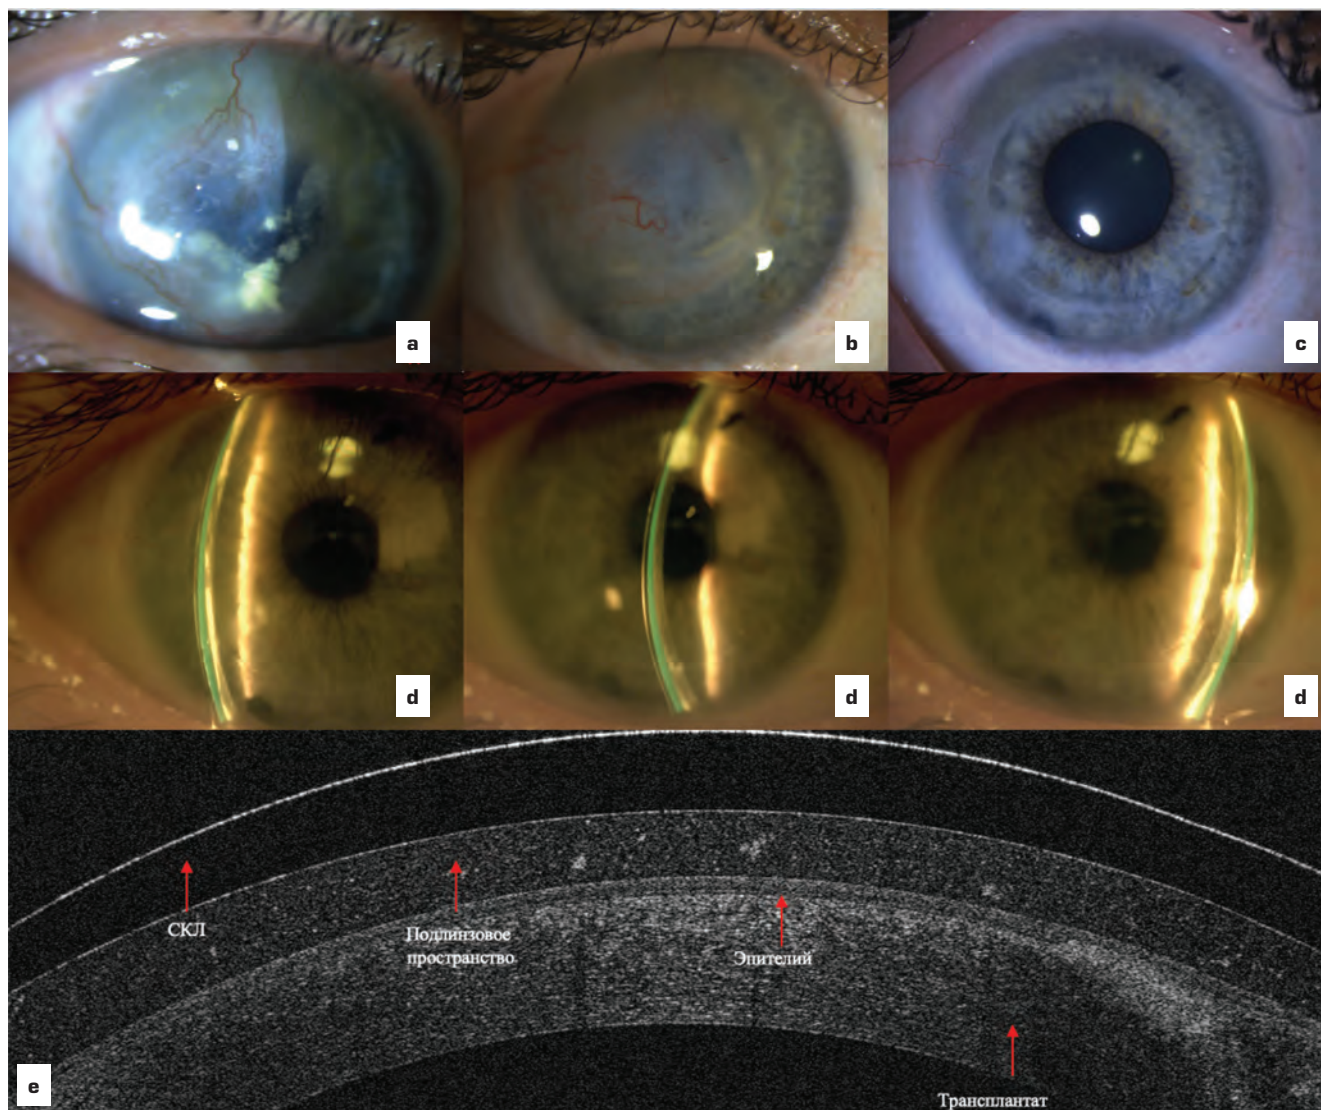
Клинический пример пациента с неполным односторонним синдромом лимбальной недостаточности 2-й стадии и центральным помутнением роговицы: а — биомикроскопическая картина роговицы до начала лечения; б — 18 месяцев после G-SLET — васкуляризованное бельмо роговицы до глубоких слоев, эпителизация полная; с — 12 месяцев после сквозной кератопластики — трансплантат прозрачный, адаптирован, эпителизация полная; д — посадка склеральной контактной линзы — базовый радиус линзы 8,6 мм, диаметр 15,2 мм, отношение толщины линзы к апикальному клиренсу 1:1,25. Диоптрийность линзы +4,5 дптр. По данным авторефрактометрии до подбора СКЛ сферический компонент рефракции — +1,25 дптр, цилиндрический — -6,5 дптр, после — sph 0,0 дптр, cyl -0,5 дптр; е — оптическая когерентная томография — сагиттальный срез роговицы в склеральной контактной коррекции
